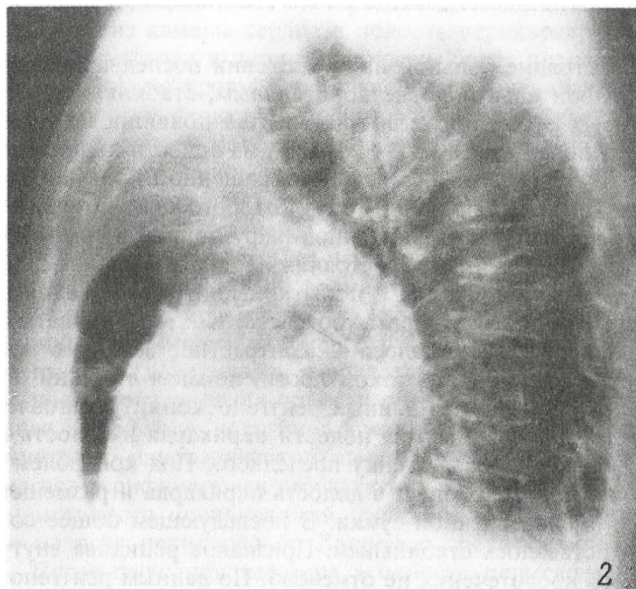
Рентгенограммы грудной клетки больной К., 64 года, в условиях пневмоперикарда.
